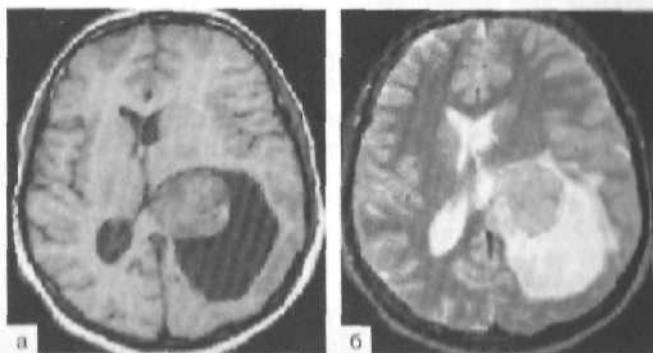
Менингиома, расположенная в области сосудистого сплетения заднего рога левого бокового желудочка. МРТ с контрастным усилением. а — T_1 -режим; б — T_2 -режим.
